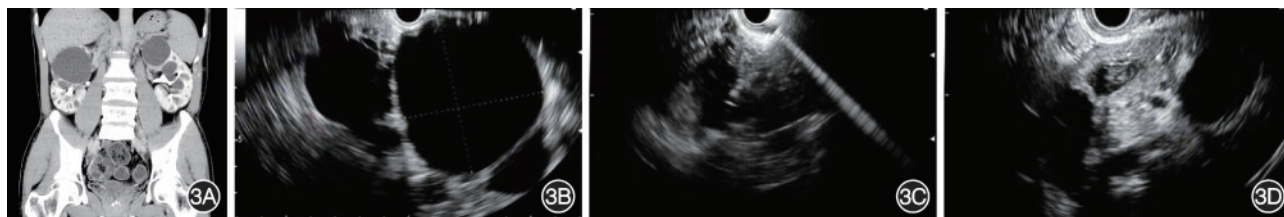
多囊肾右肾较大囊肿的超声内镜引导下细针注射治疗 3A:CT示双肾多发囊肿,最大者位于右肾上极;3B:超声内镜下右肾2处较大囊肿;3C:超声内镜引导下细针注射无水乙醇;3D:注射后,囊腔内呈云雾状,囊肿明显缩小
